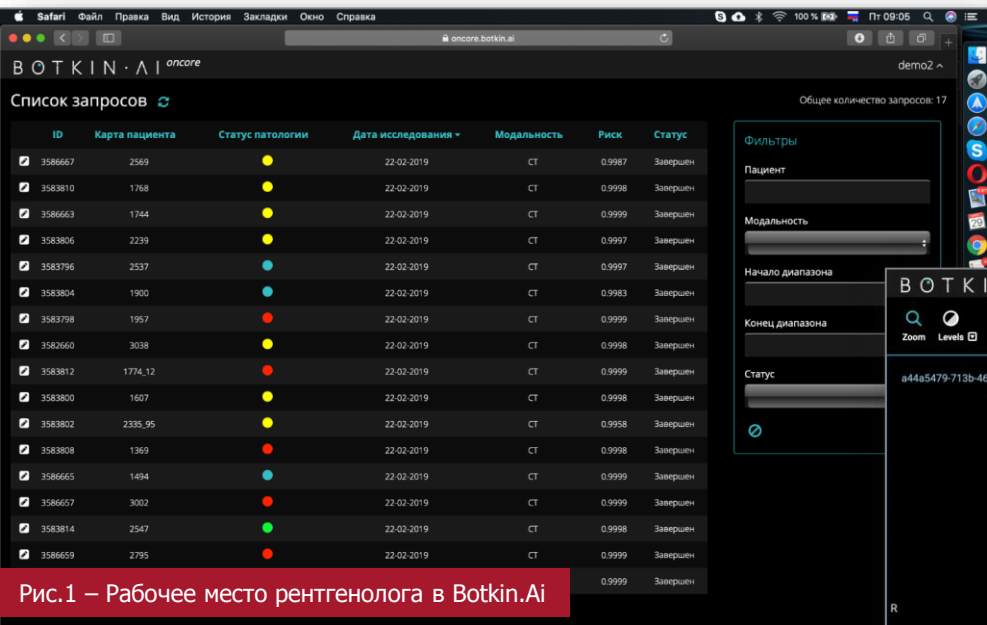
Рабочее место рентгенолога в Botkin.AI
